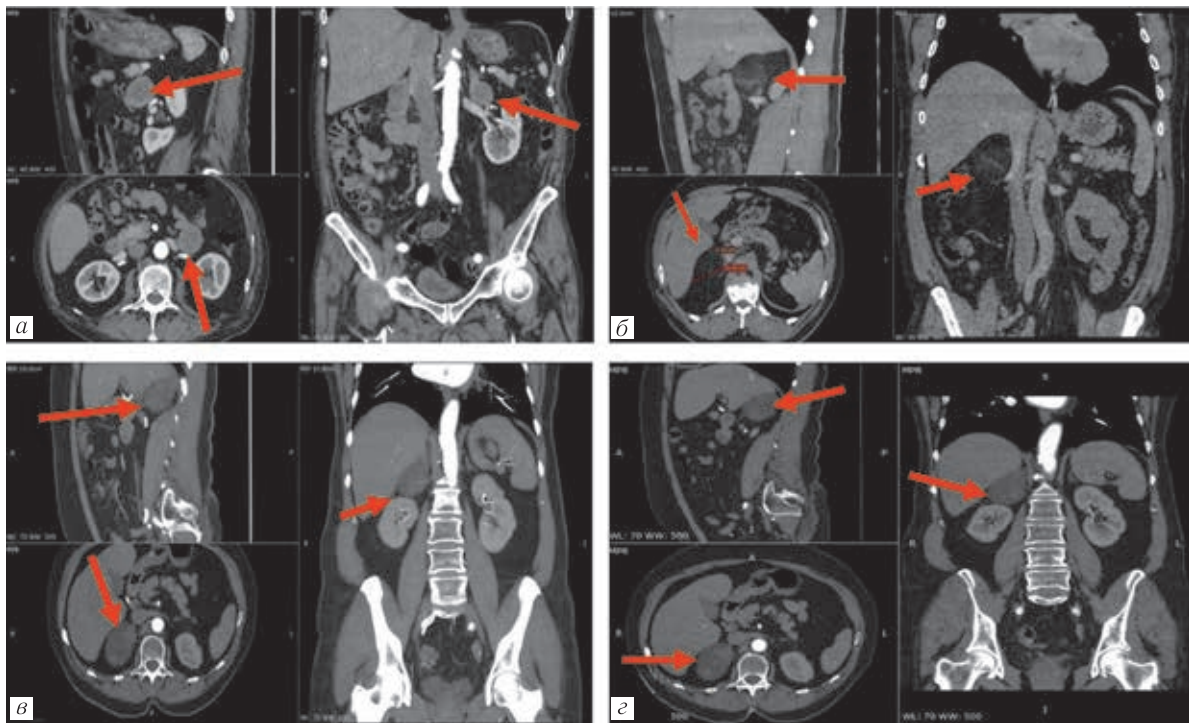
Компьютерные томограммы больных опухолями надпочечников и проектирование доступа для адrenaлэктомии (стрелками указано направление доступов): *а* — левосторонний ретроперитонеоскопический; *б* — правосторонний ретроперитонеоскопический; *в* — правосторонний лапароскопический; *г* — правосторонний торакофреномиический
